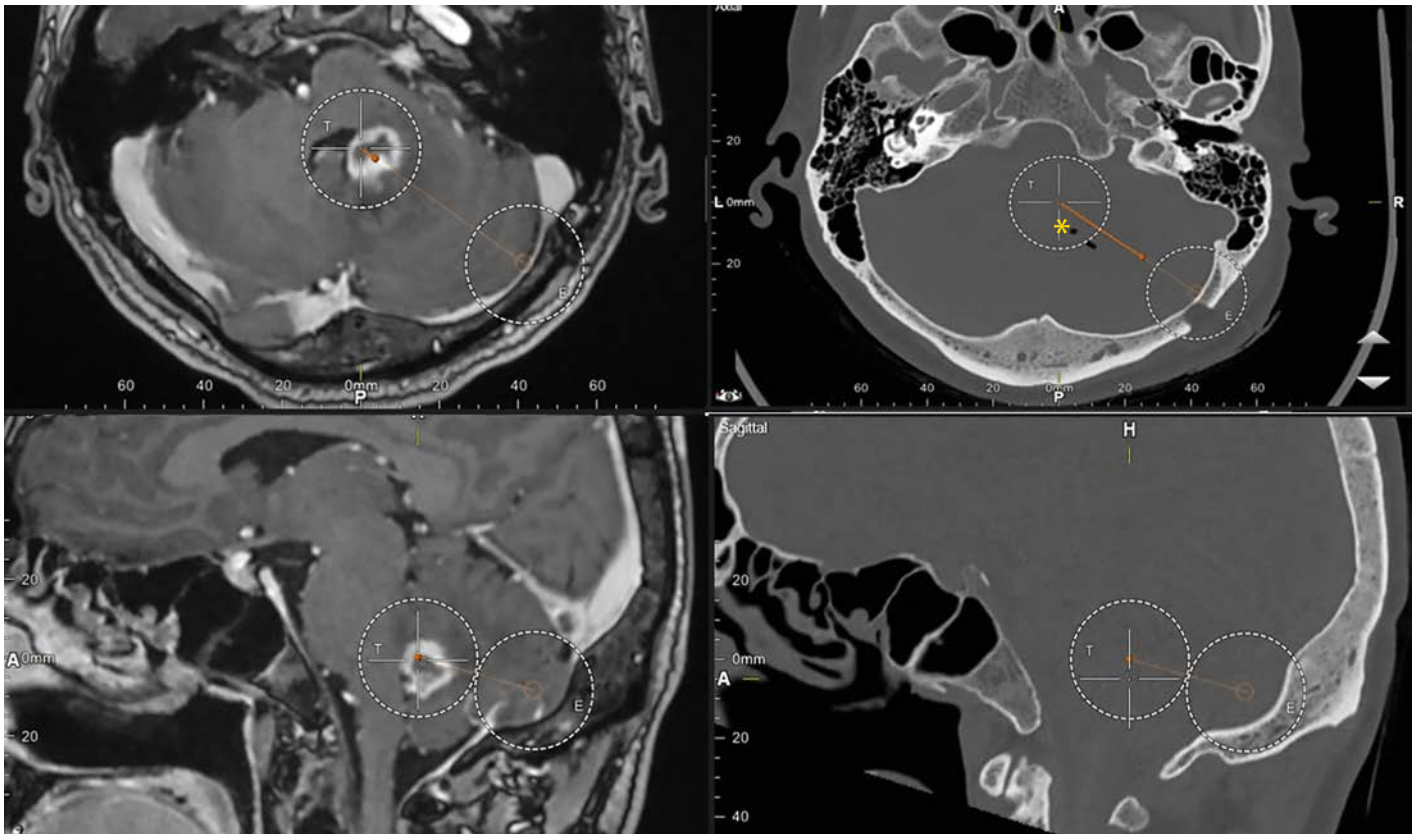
Finální trajektorie biopsie vytvořená fúzí plánovací MR mozku a pooperačního kontrolního CT. Předoperační MR (T1 vážená sekvence s kontrastní látkou, nahoře axiální, dole sagitální řez, plánovaná trajektorie biopsie oranžově) a pooperační CT (kostní okno, nahoře axiální řez, dole sagitální řez, plánovaná trajektorie oranžově, odhadu provedené trajektorie odpovídají bublinky vzduchu – označeno hvězdičkou) u pacienta 2
